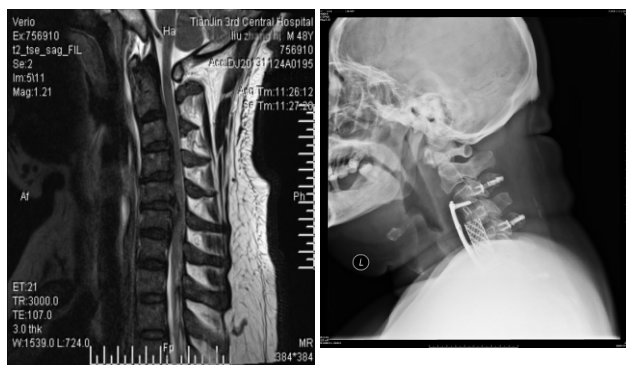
术前颈椎 MRI 矢状面 图 1b 前后联合术后 X 线侧位
